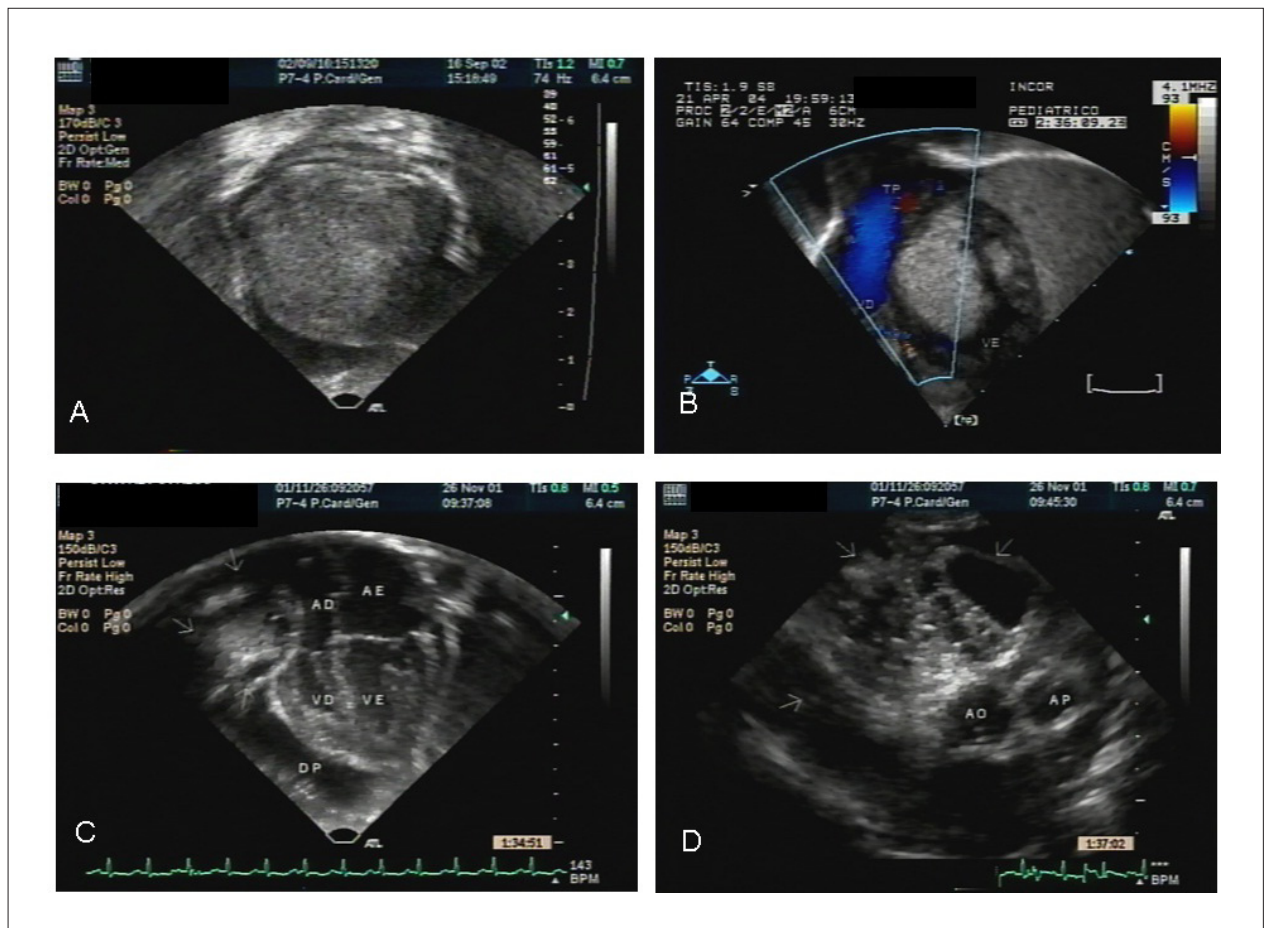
1a – Imagem ecocardiográfica mostrando o ventrículo esquerdo (VE) com sua cavidade praticamente preenchida por massa tumoral (setas), medindo 3 x 2 cm, posteriormente identificada como fibroma. Trata-se de paciente (caso n.9) com 3 horas de vida, assintomático, com diagnóstico fetal de tumor cardíaco e derrame pericárdico. O tratamento cirúrgico baseou-se em biópsia do tumor e drenagem pericárdica devido extensão do tumor, que não apresentava plano de clivagem. 1b – Imagem ecocardiográfica, em corte parasternal, de tumor (setas) comprometendo o ventrículo esquerdo (VE), com via de saída livre. O tumor foi classificado como rabdomioma após exame patológico (caso n.6). TP: tronco pulmonar, VD: ventrículo direito, VE: ventrículo esquerdo. 1c – Imagem ecocardiográfica em corte quatro câmaras de tumor (teratoma cístico imaturo - setas) comprimindo átrio direito (caso n.11). AD: átrio direito, AE: átrio esquerdo, VD: ventrículo direito, VE: ventrículo esquerdo, DP: derrame pericárdico. 1d – Imagem ecocardiográfica em corte paraesternal de teratoma cístico imaturo (setas) em região adjacente aos grandes vasos da base (caso n.11). AO: aorta, AP: artéria pulmonar.
